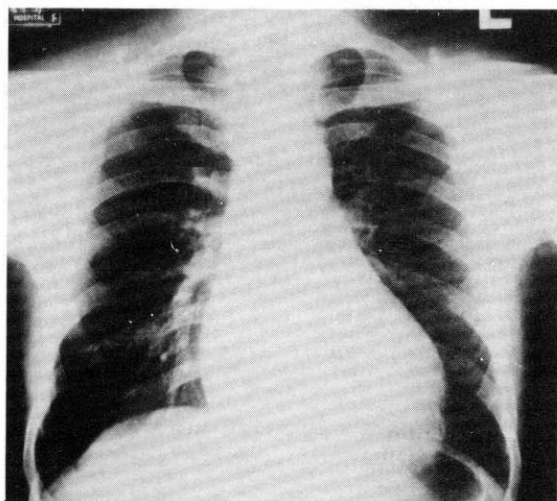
Chest roentgenogram showing mild cardiomegaly.
